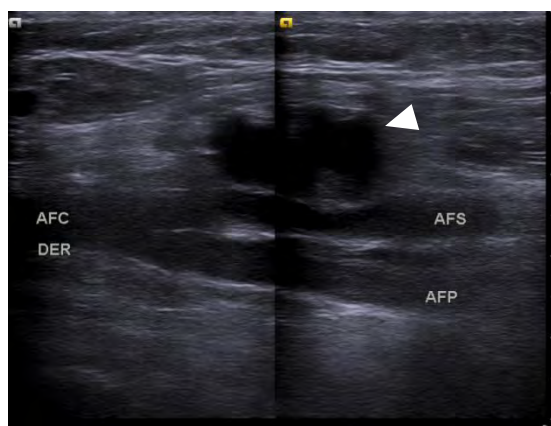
Imagen de ultrasonografía modalidad B corte longitudinal. Región inguinal derecha. AFC: Arteria femoral común AFS: Arteria femoral superficial AFP: Arteria femoral profunda. Punta de flecha: Hematoma
